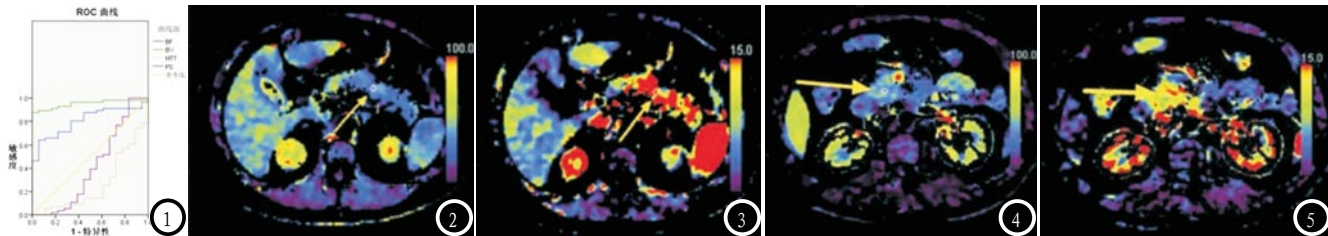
CT灌注参数对AP的预测价值分析；图2-3 MAP患者CT灌注影像；图4-5 SAP患者CT灌注影像。
